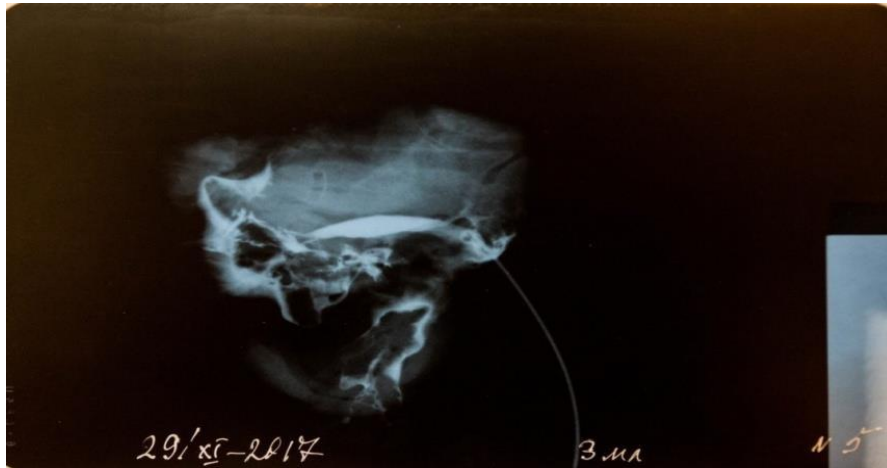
Препарат № 2. Рентгенограмма № 5. Введено 3 мл новотризоата. В месте впадения вирсунгова протока в 12-перстную кишку имеются нитевидное сужение протяженностью до 5 мм и супрастенотическое расширение. *Заключение: стеноз терминального отдела вирсунгова протока; гипертензия в протоковой системе*
